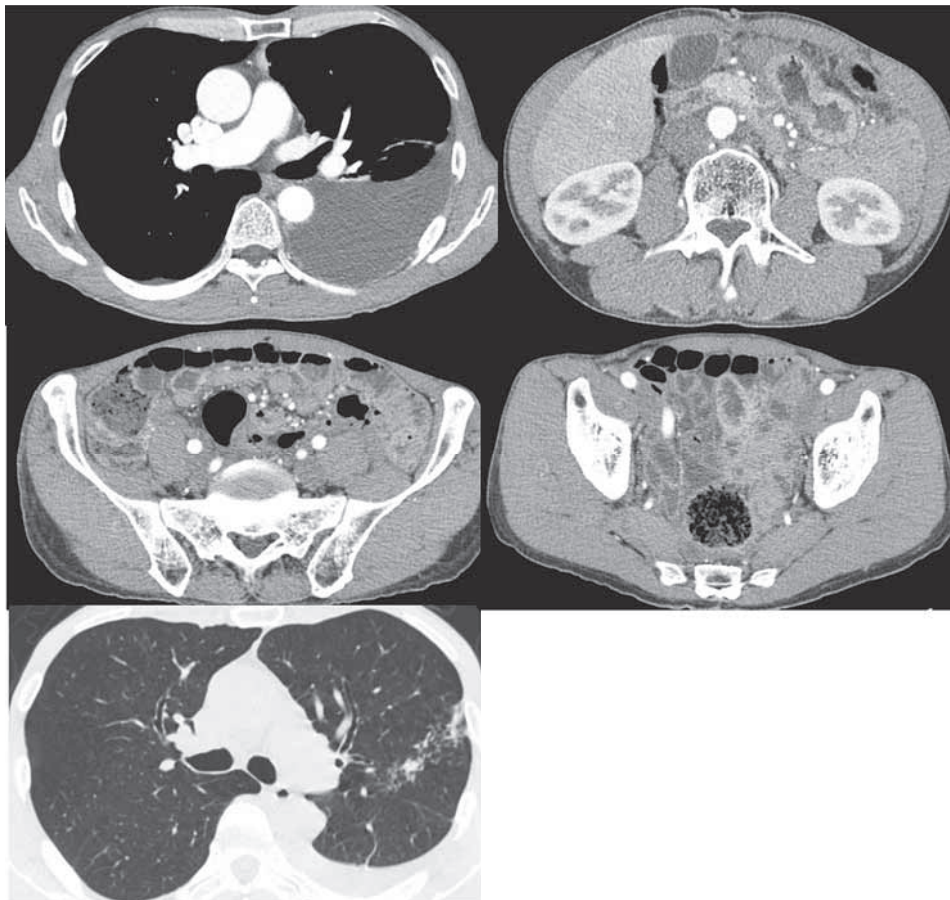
CT scan images on admission in the previous hospital: scatter shadow in left upper lobe and left pleural effusion, diffuse thickening of peritoneum were seen.
